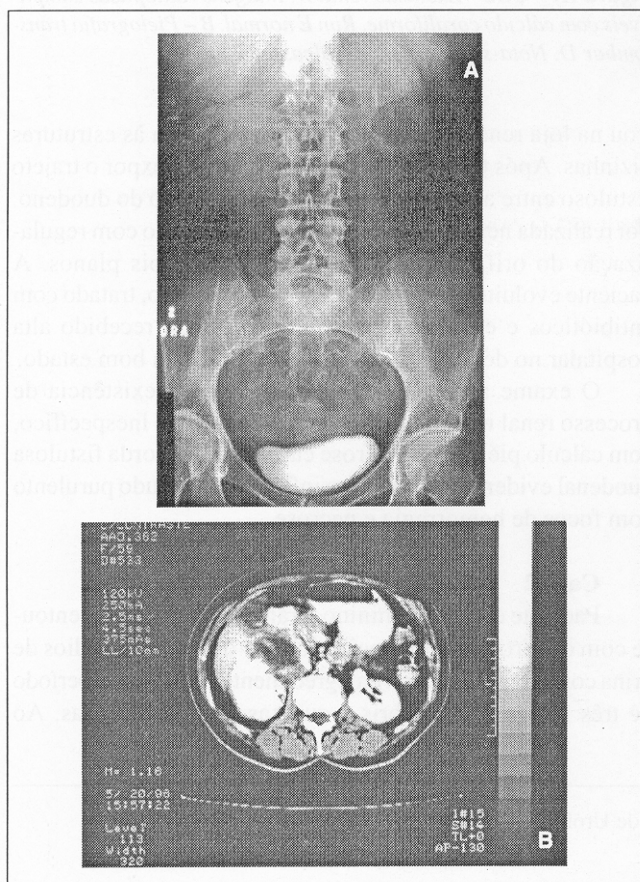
A - UGE - Extravasamento peripiélico do contraste na projeção do rim D. 2 - B - Tomografia computadorizada com contraste EV mostrando coleção peripiélica no rim D
